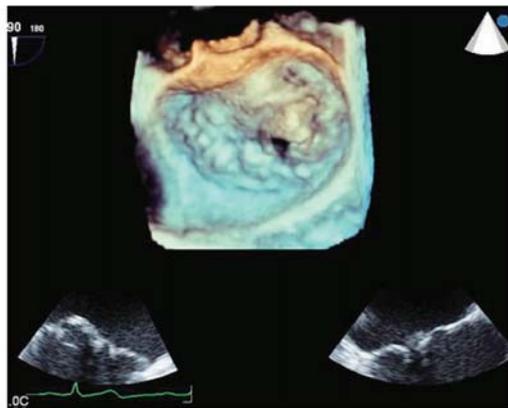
3Dエコーにより、僧帽弁の逸脱部位がイメージできる
